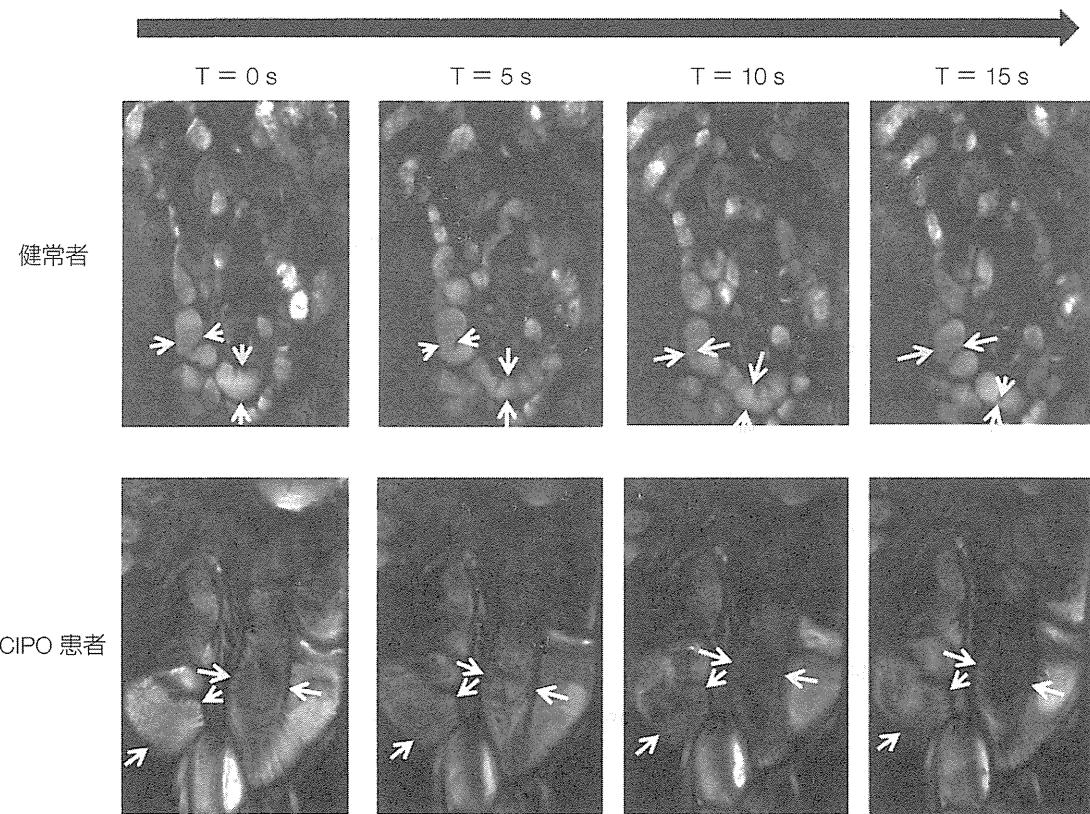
健常者と CIPO 患者のシネ MRI 画像
